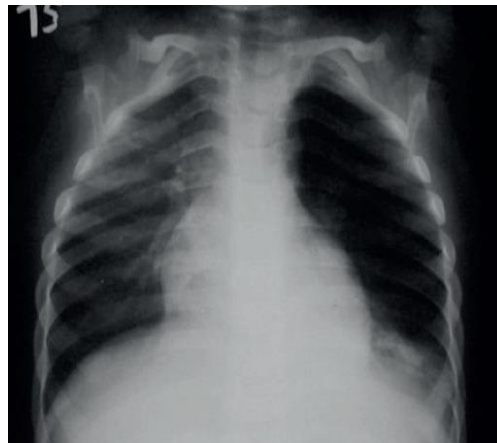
Radiografía tórax: insuflación pulmonar izquierda más atelectasia lóbulo inferior izquierdo
